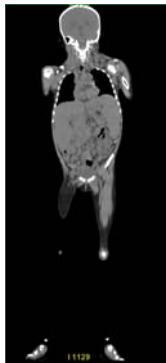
Imagerie TDM corps entier
